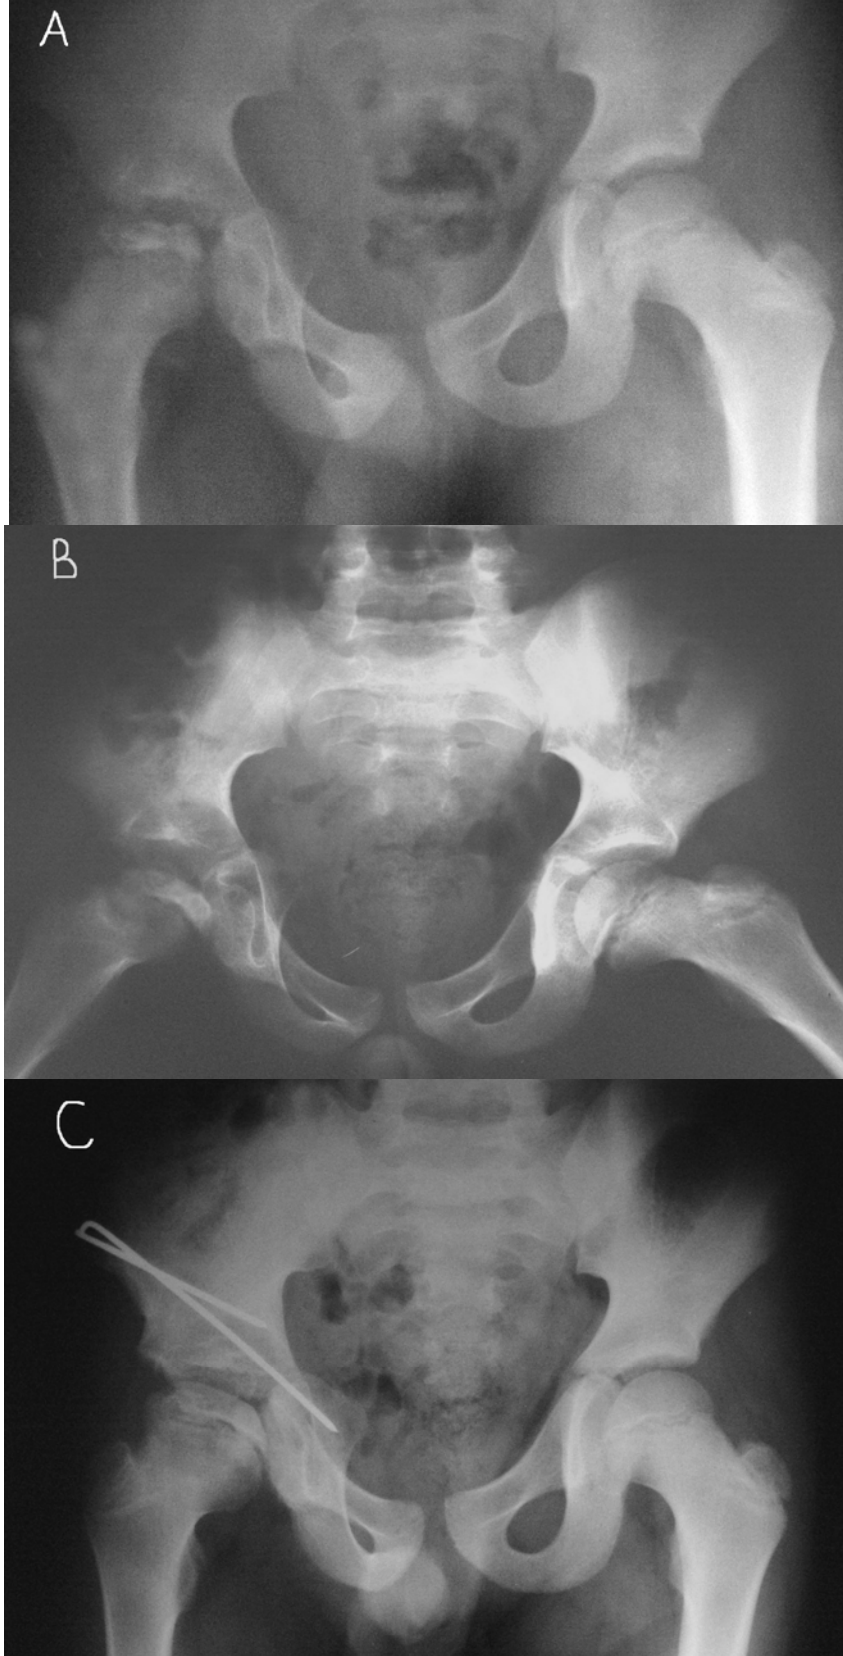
Olgu 2. A. Bilateral GKD'li 26 aylık kız hasta B. Sol kalçaya AR + FK + SPO uygulaması C. Ameliyattan 3 yıl sonra kontrol grafisinde başarılı sonuç elde edildiği görülmektedir.
